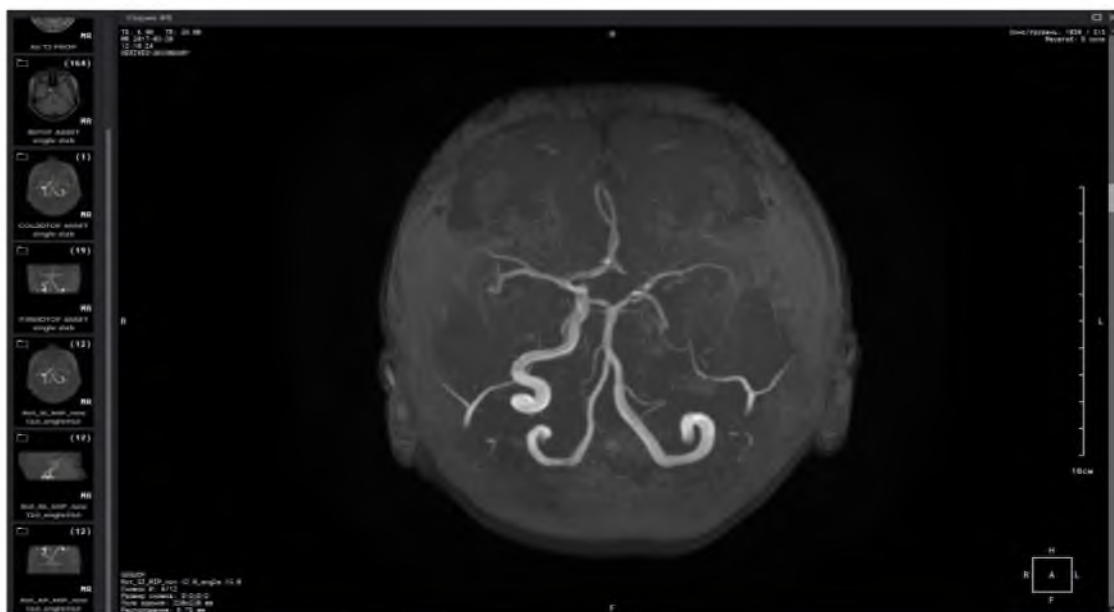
КТ-ангиограмма Виллизиева круга
